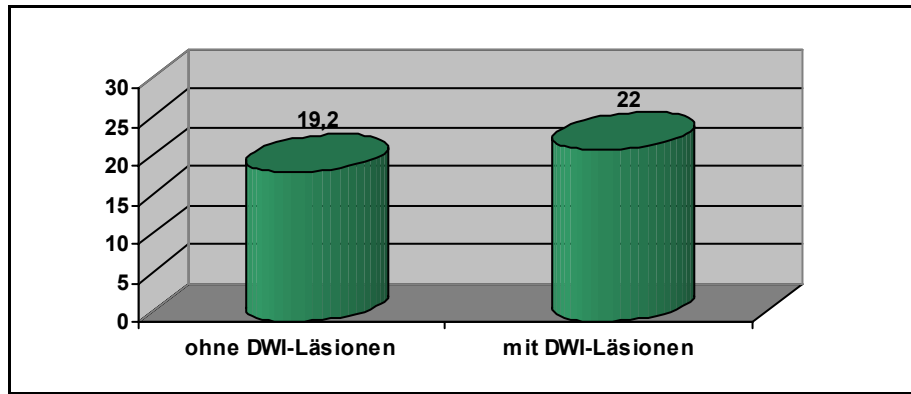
Interventionsdauer und DWI-Läsionen.*
